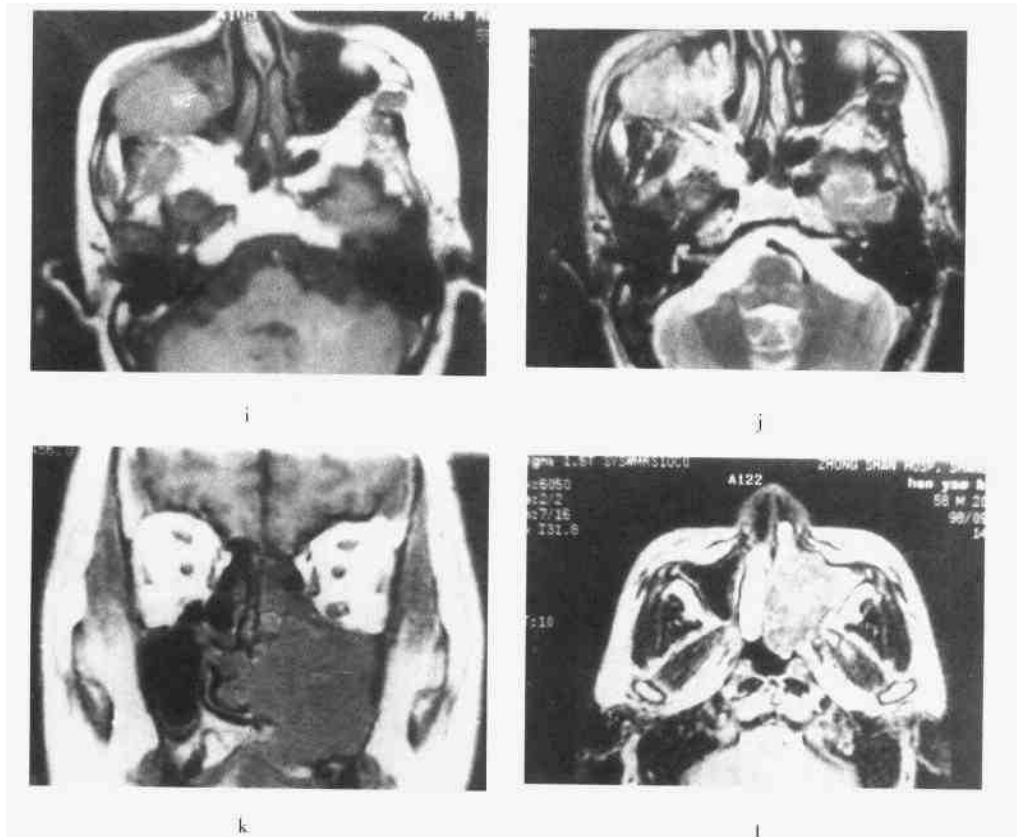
i~l 上颌窦恶性肿瘤 MRI 表现
